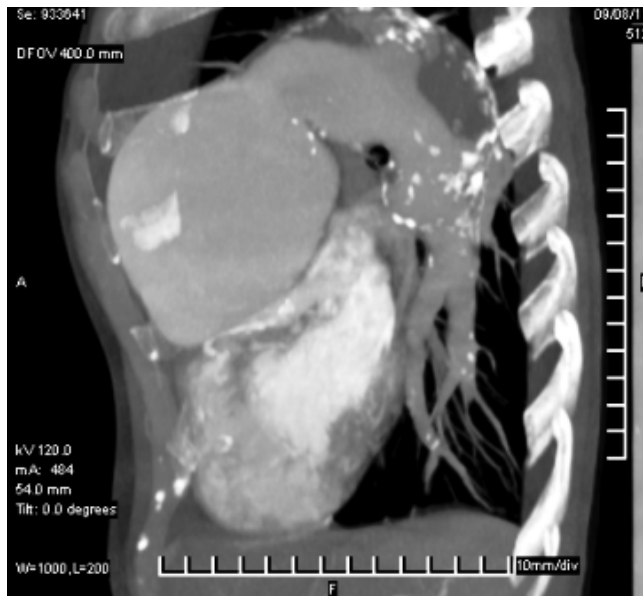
Angiotomografía donde se observa la gran dilatación de las cavidades derechas con enorme dilatación del TAP y sus ramas, y la disección del TAP con formación de dos lucas: la verdadera (contrastada) y la falsa.
